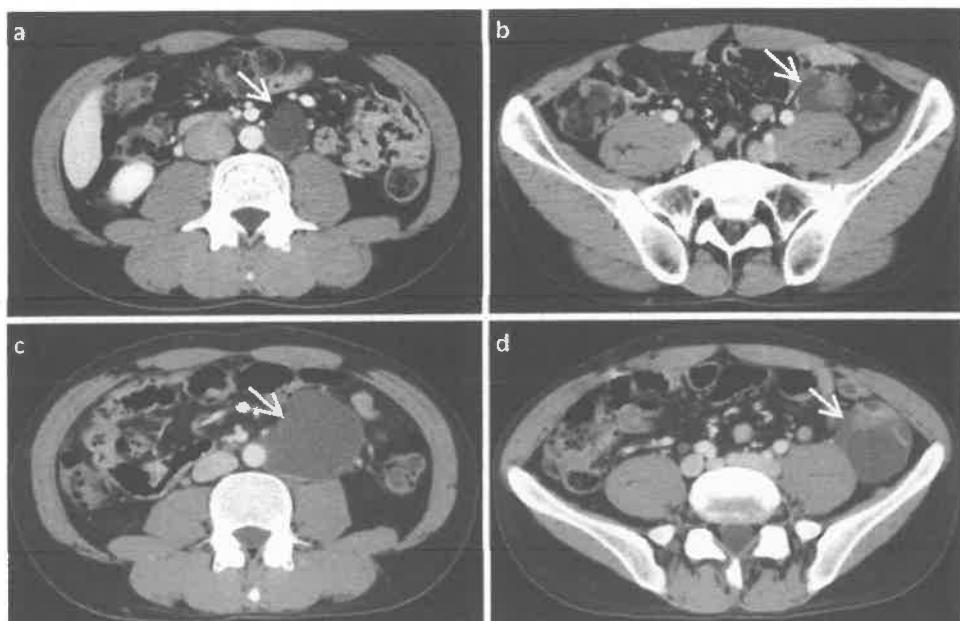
入院時 CT で傍大動脈リンパ節 (a) と左性腺静脈リンパ節 (b) の腫大を認めた。
